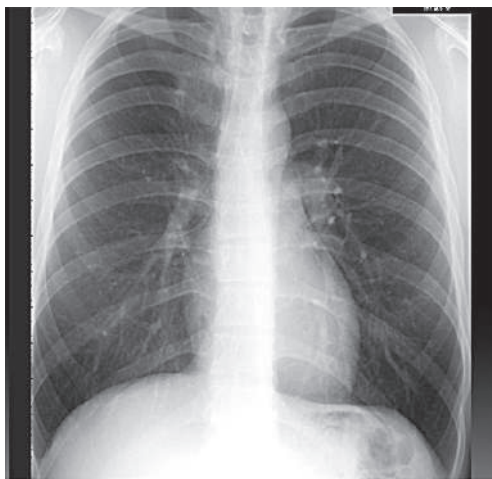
Обзорная рентгенограмма органов грудной клетки в прямой проекции
